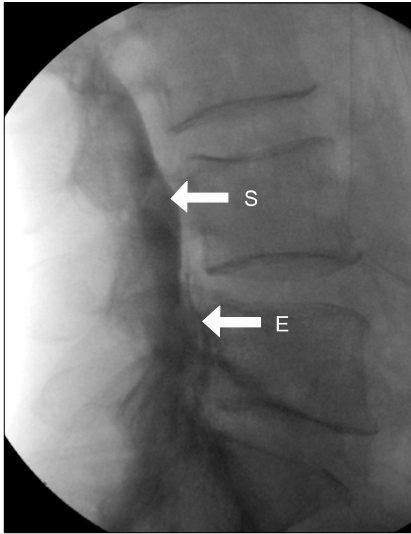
Lateral radiograph of the lumbar spine with subdural contrast media. The subdural contrast (S) is confined to the posterior aspect of the spinal canal, which is clearly discriminated from anterior epidural contrast (E).
